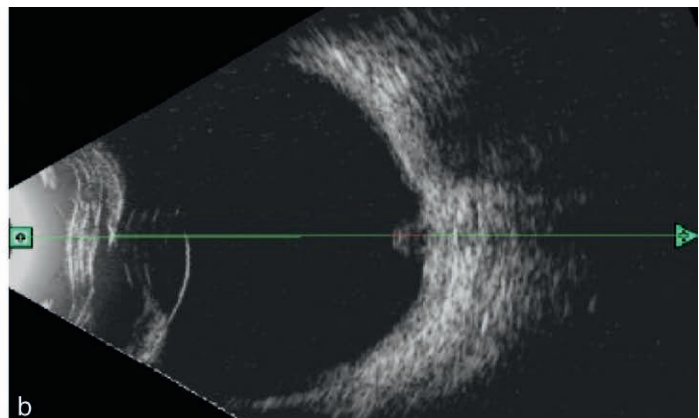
Rétinophotographie (a) et échographie en mode B (b), montrant un nodule sous-fovéolaire exsudatif dans le cadre d'une maladie de Coats.
